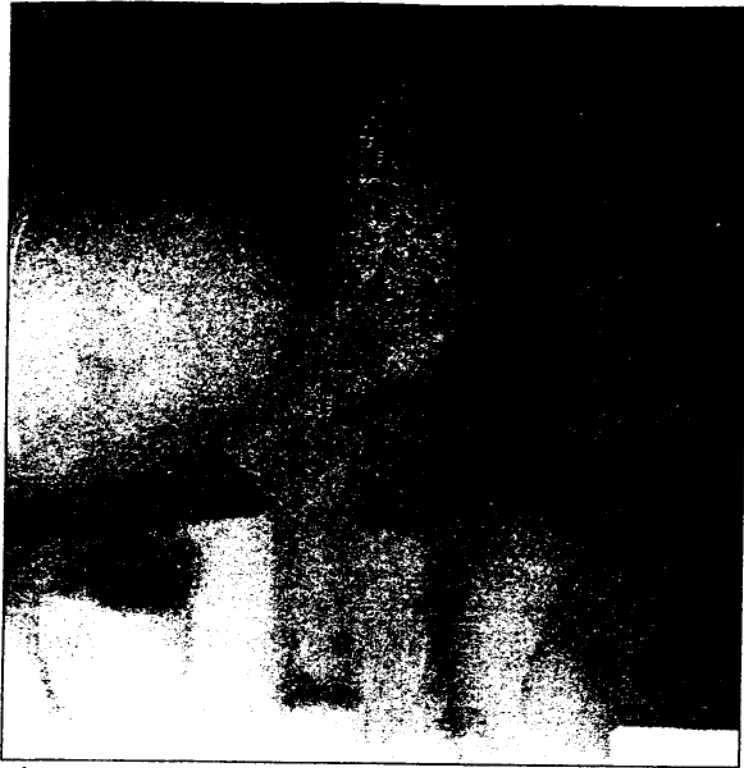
Radiografie abdominală pe gol - multiple nivele hidroaerice
